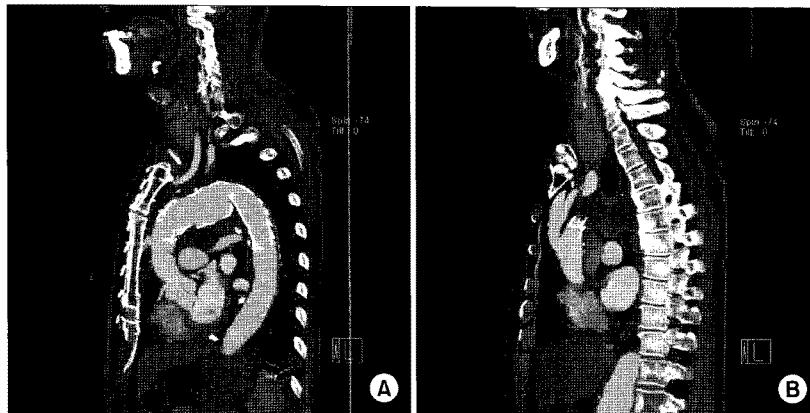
Postoperative computer tomography. These figures show the complete coverage of aortic aneurysm without endoleak (A) and well-visualized Y-branched graft from ascending aorta (B).
